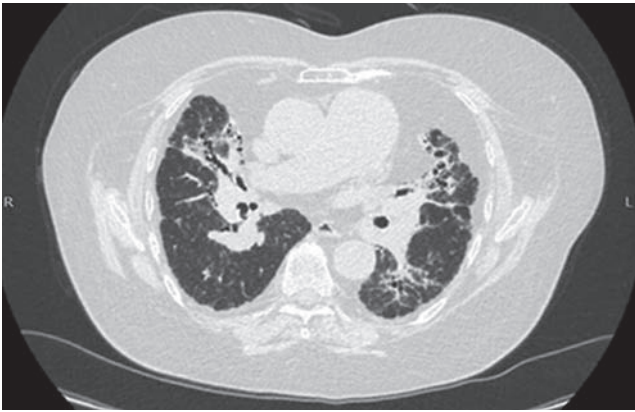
Computer tomography scan of the chest before antifibrotic therapy and after 12 months
